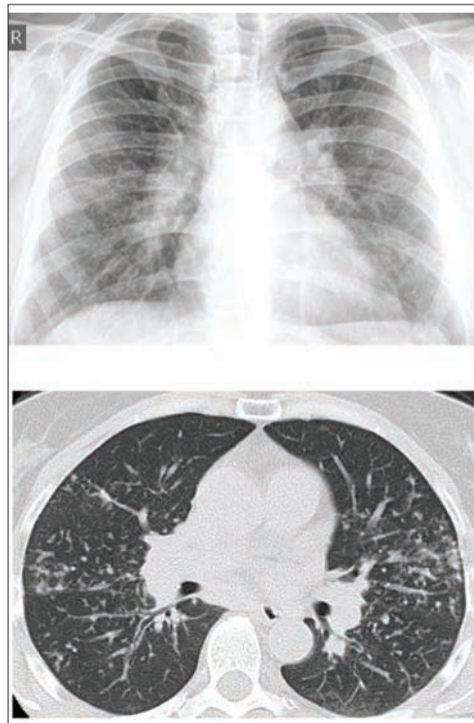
Саркоидоз органов дыхания II стадии (РГ и МСКТ)
